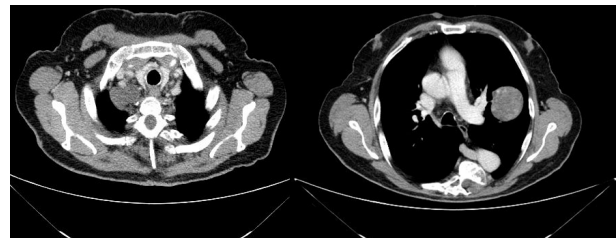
TC tóraco-abdomino-pélvica
